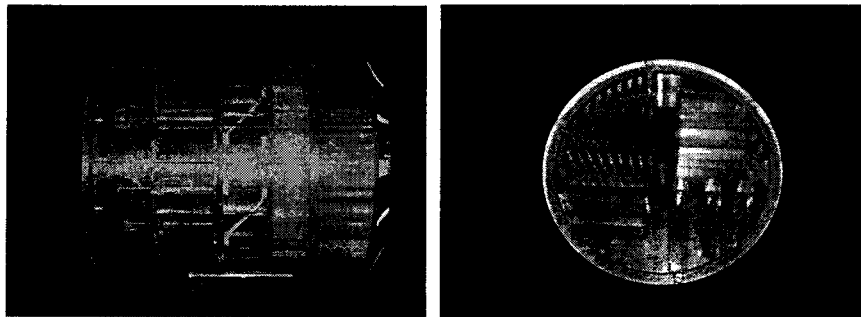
Фантомы для контроля качества однофотонных томографических систем
